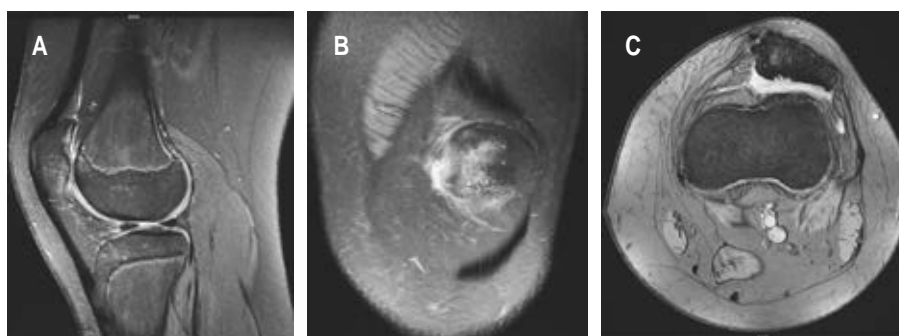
A) Resonancia magnética corte sagital de rodilla izquierda, se observa datos de consolidación ósea a nivel de patela. B) Resonancia magnética corte coronal de rodilla izquierda en la que se observan datos de consolidación ósea a nivel de patela. C) Resonancia magnética corte axial de rodilla izquierda que muestra datos de consolidación ósea a nivel de patela.
